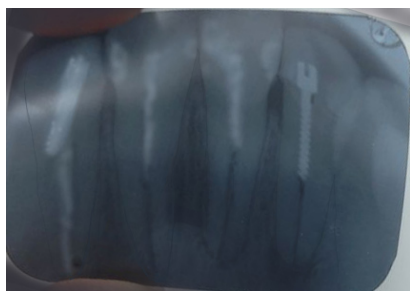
Рентгенограмма фронтальной группы зубов
